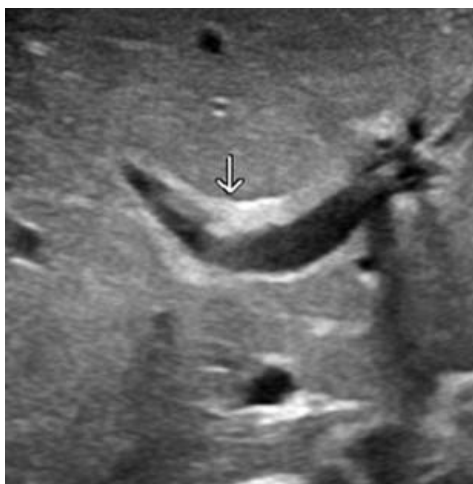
Cordonul triunghiular la ecografie abdominală
